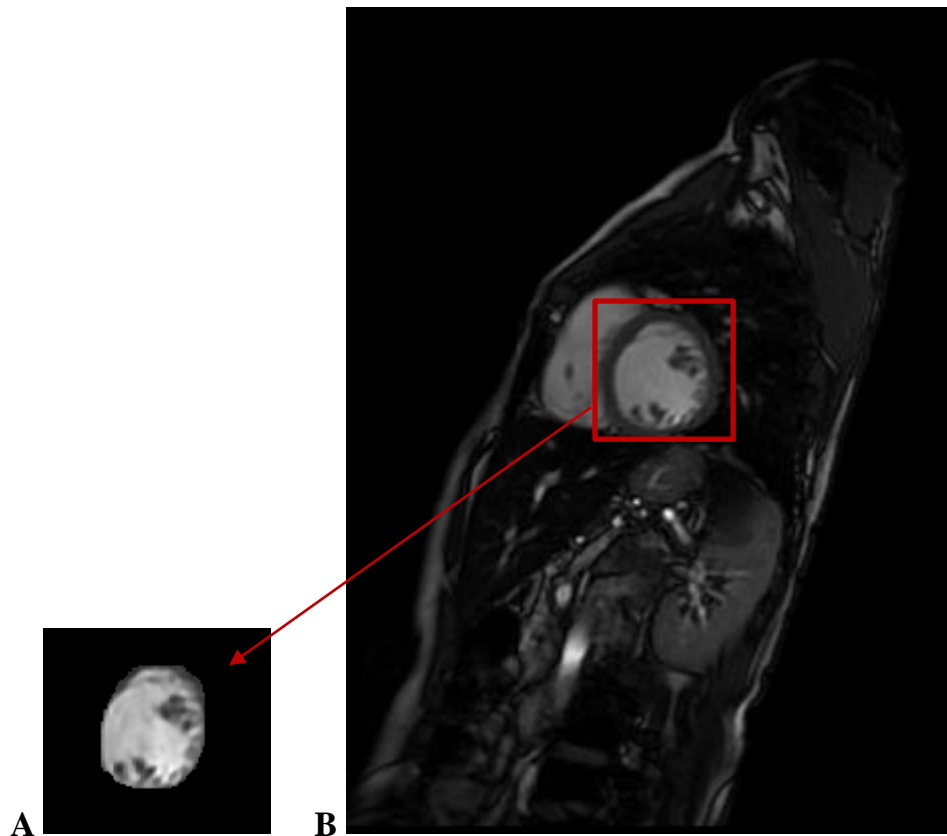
Esempio di una selezione del ventricolo sinistro (A) a partire da un'immagine MRI cardiaca in asse corto (B).
